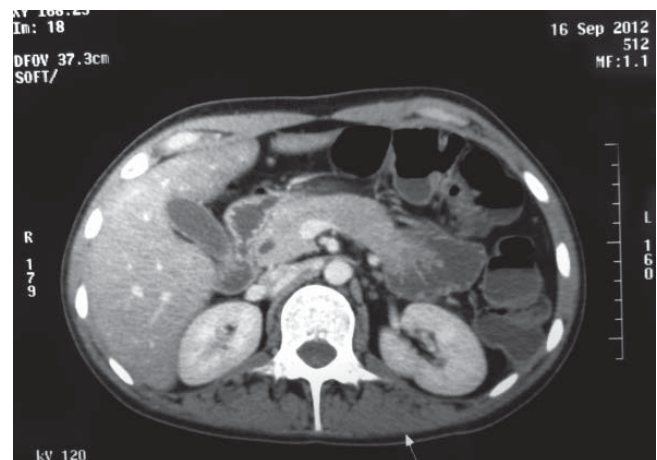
Tomografía de abdomen. Se aprecia edema en la cola de páncreas. Balthazar B.
